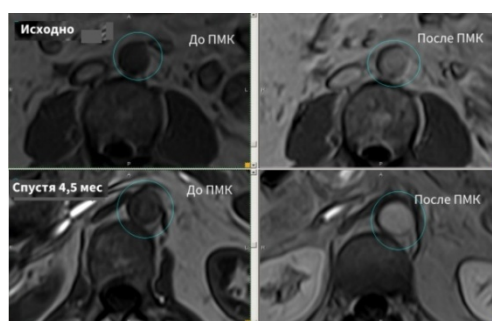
Динамика картины МРТ области нисходящей аорты в T1- взв. режиме с парамагнитным контрастным усилением у пациента с распространенным атеросклерозом аорты и ее ветвей и артериальной гипертензией, получавшим мексидол в дозировке 250 мг x 3 р/сут на протяжении всего периода между исходным и контрольным исследованием. Аорта отмечена на всех поперечных срезах окружностью. Картина парамагнитного контрастного усиления спустя 4,5 мес терапии мексидолом демонстрирует заметное уменьшение циркулярной протяженности зоны ПМК стенки аорты, и снижение интенсивности контрастирования, по сравнению с исходной. Диаметр аорты неизменен (29 мм) за это время наблюдения
